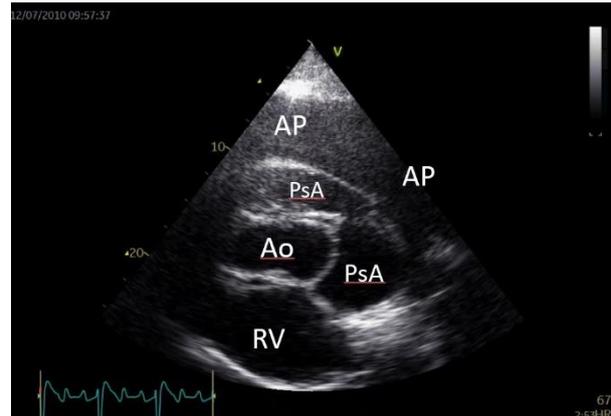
Links parasternale Bilder sind für die Diagnose am besten geeignet. Auf diesem Bild sind zwei Pseudoaneurysmen (PsA) zwischen dem rechten Vorhof (RV), der Aorta (Ao) und der Arteria pulmonalis (AP) zu erkennen.
